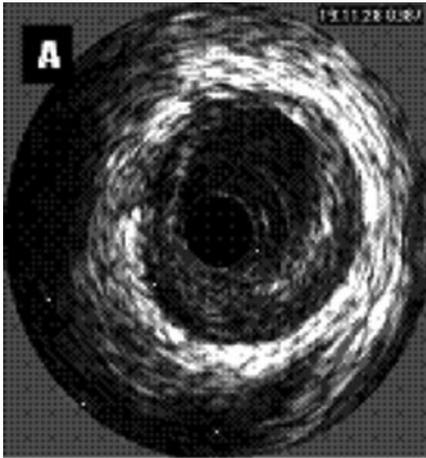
Imagen de ultrasonido intravascular de una arteria coronaria. (izquierda), con color a la derecha, demarcando el lumen (Amarillo), membrana elástica externa (azul) y la placa aterosclerótica (verde). El porcentaje de estenosis se define como el área del lumen (amarillo) dividido por el área de la membrana elástica externa (azul) multiplicado por 100. A medida que crece la placa, el tamaño del lumen disminuirá y el grado de estenosis se incrementará.
